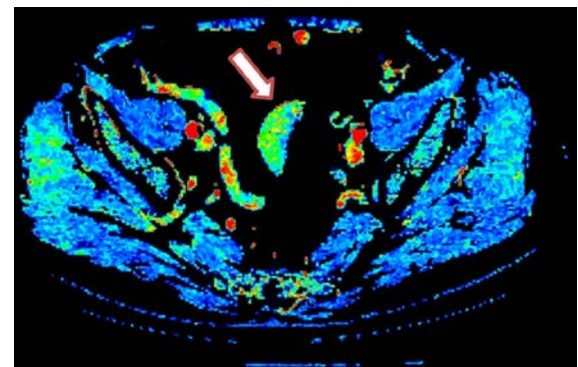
Перфузионная карта пациента, что и на рис. 1. На перфузионной карте в режиме BF стрелкой обозначена неизменная стенка сигмовидной кишки, характеризующаяся отсутствием участков гипо- и гиперперфузии
